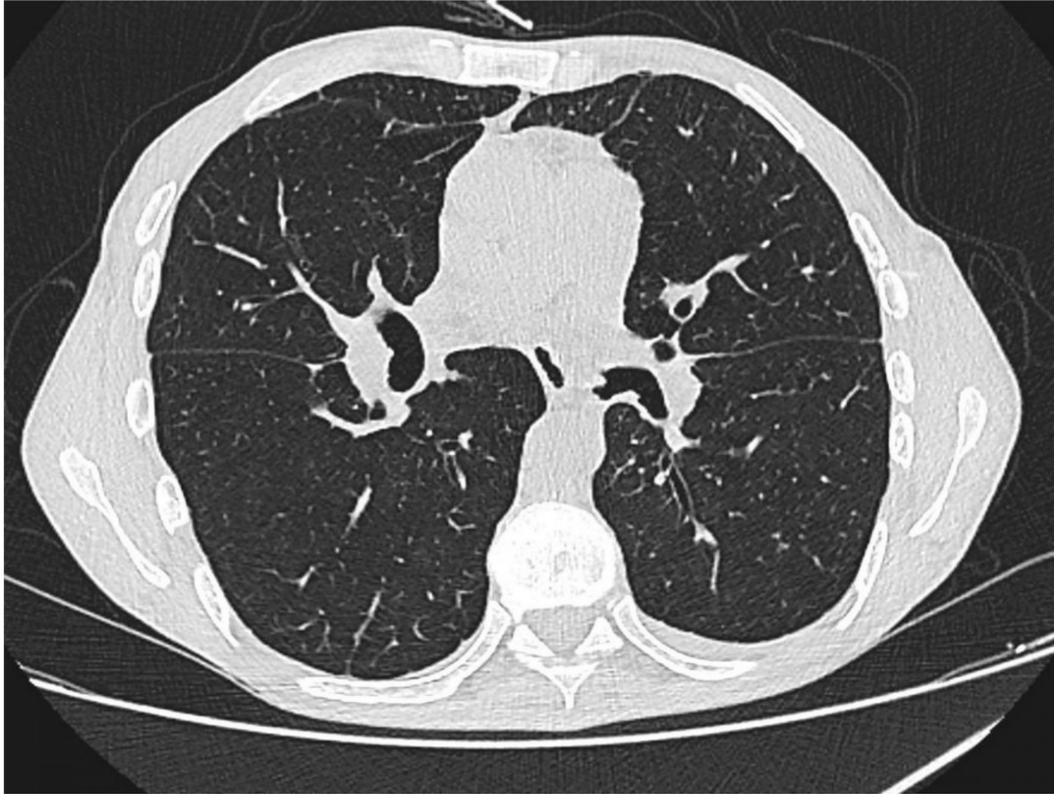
TC axial con hallazgos que sugieren dehiscencia de anastomosis bronquial.
